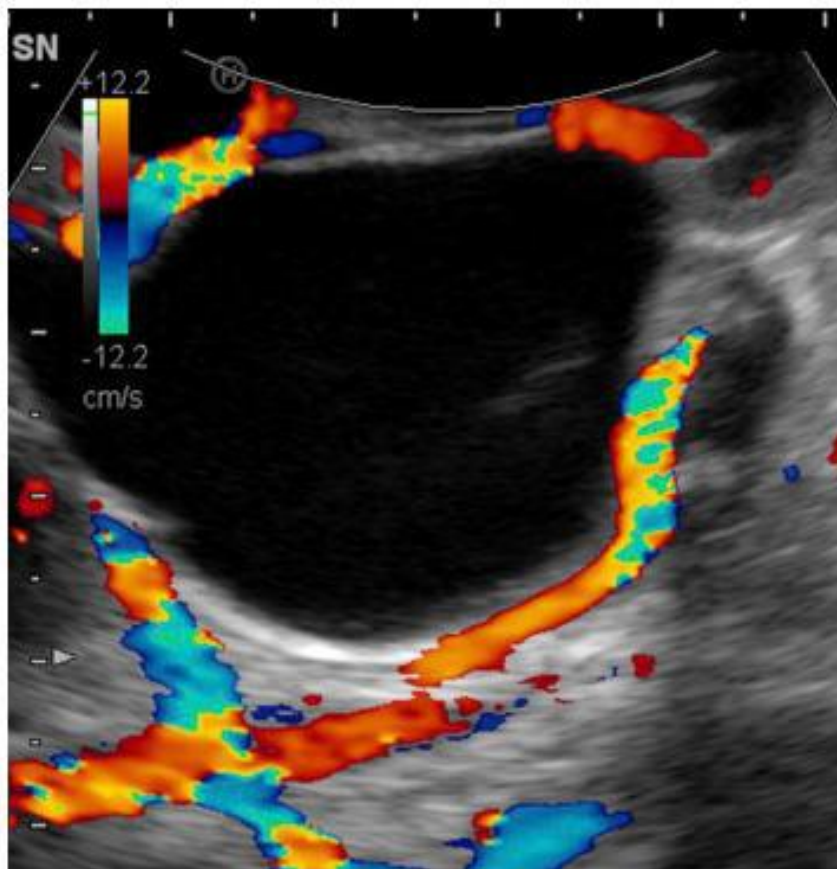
montrant une image d'artère polaire inférieure croisant la jonction pyélo-urétérale à l'échographie Doppler couleur.
